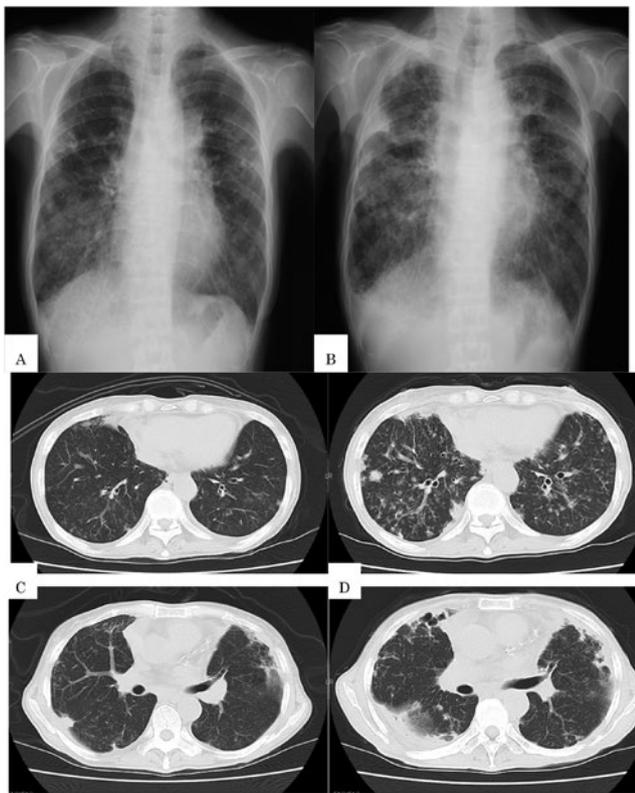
入院1年前胸部X線写真(A)・入院時胸部X線写真(B)入院1年前胸部CT(C)・入院時胸部CT(D)
